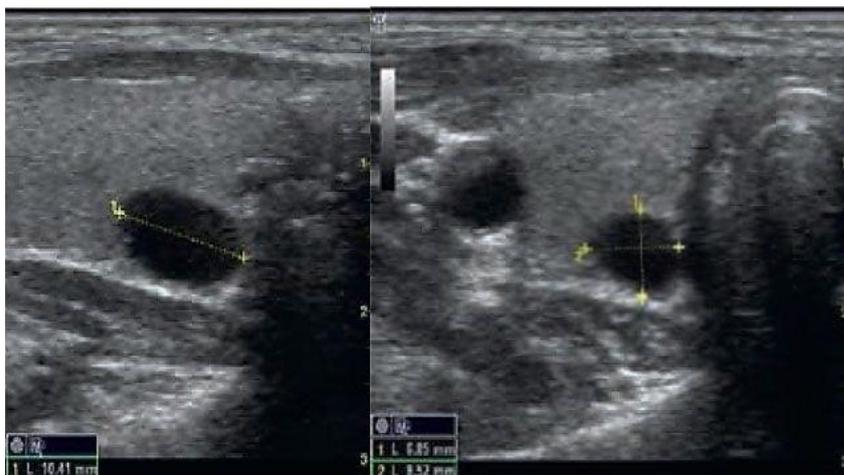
УЗИ -диагностика при узловом эутиреоидном диффузном зобе до и через 3 месяца применения IPH TR у пациентки 43 лет.
